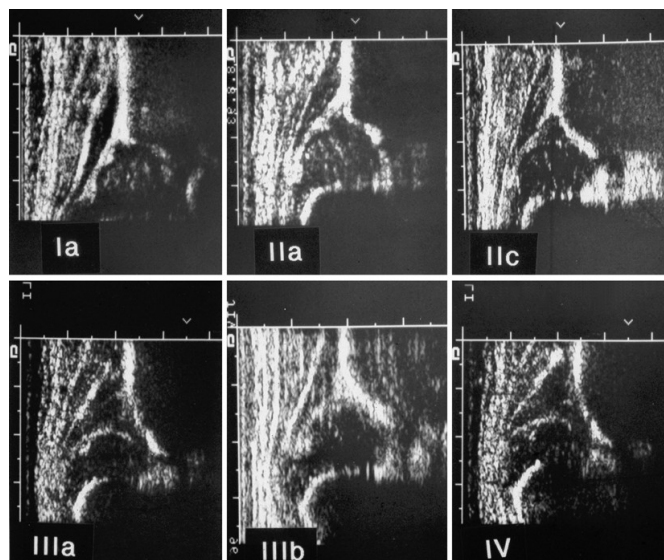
die wichtigsten Hüfttypen bei der sonographischen Untersuchung der Säuglingshüfte (Hefti, 2006, S. 183)
